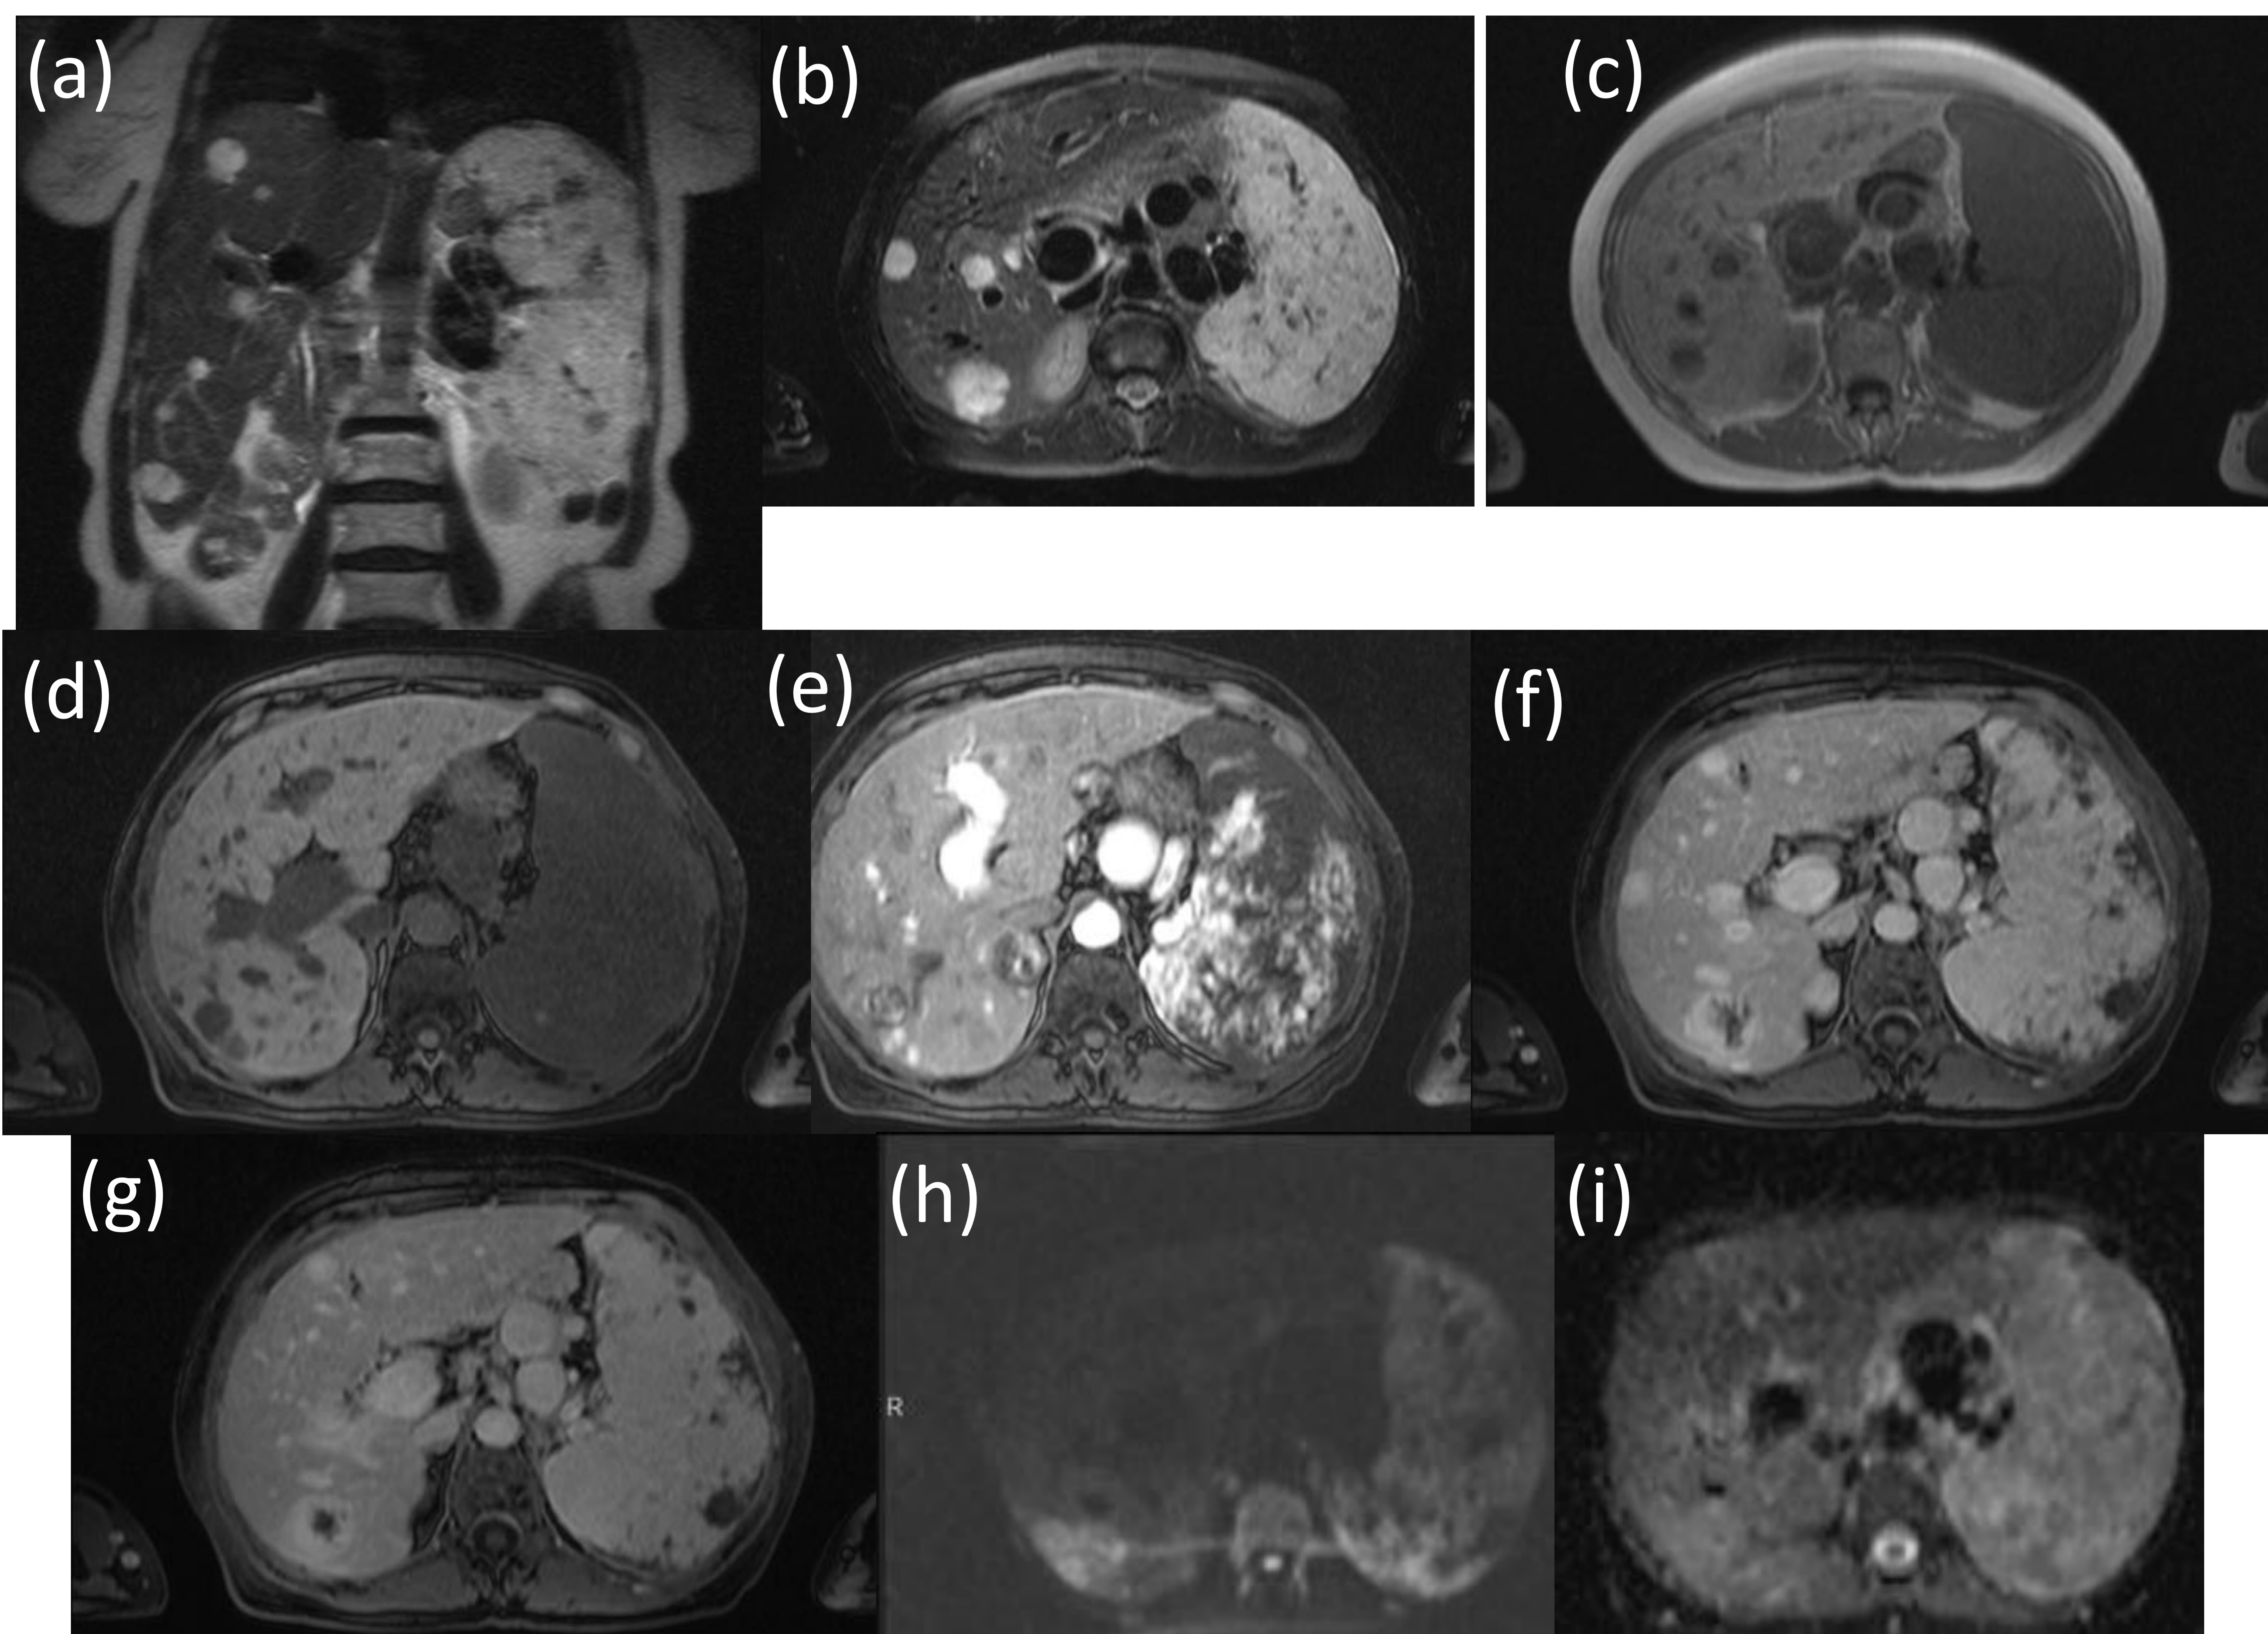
Angiosarcoma. Imágenes coronal en T2 Ultra fast SE (a) y axial (b) potenciada en T2 con supresión grasa, axial T1f2d (c), y T1 3DGE con supresión grasa previo (d) y tras la administración de contraste en fase arterial (e) portal (f) y tardía (g). Imágenes axiales potenciadas en DWI b800 (h) y ADC (i). Hay un aumento de tamaño del bazo heterogéneo en T2 y homogéneo en T1. Tras la administración de contraste muestra una captación heterogénea en fase arterial y venosa precoz con áreas que persisten hipocaptantes en las fases tardías. El hígado presenta nódulos hiperintensos en las secuencias potenciadas en T2, hipointensos en T1 y con captación intensa en fase arterial y portal con centro persistentemente hipointenso en las fases tardías. La secuencia de difusión/ADC muestra una gran restricción de todo el parénquima ya artefacto de susceptibilidad.
